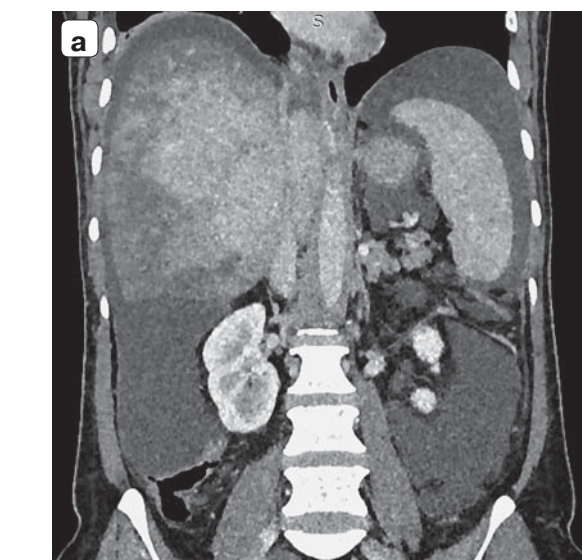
Компьютерные томограммы. Отсутствие контрастирования печеночных вен, выраженный асцит, неоднородность контрастирования печени: а – фронтальная проекция; б – сагиттальная проекция; в – аксиальная проекция.
